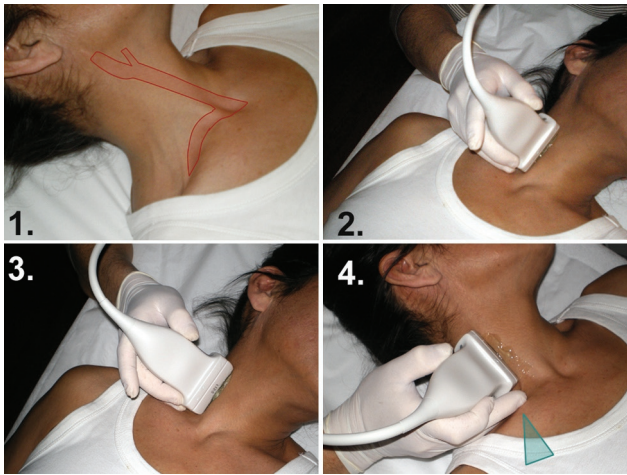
Abords échographiques de l'ACC. 1 : tête en extension et rotation externe; 2 : abord antérieur; 3 : abord latéral; 4 : abord postérieur.
